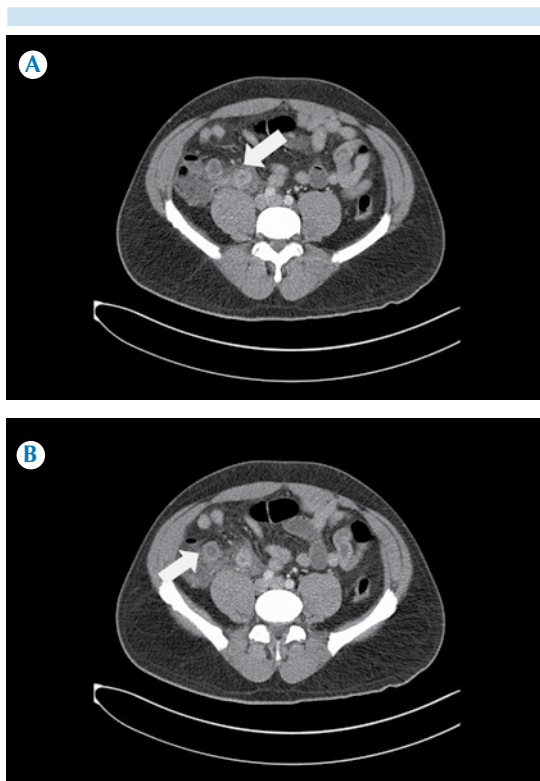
Paciente femenina de 38 años, con síndrome doloroso abdominal agudo. La tomografía computada abdominopélvica evaluó la sospecha clínica de apendicitis atípica complicada y perforada. En el reporte histopatológico se identificó el apéndice cecal con adenoma papilar (pólipo vellosa) asociado con apendicitis aguda fibrinopurulenta perforada y periapendicitis fibrinopurulenta severa.
